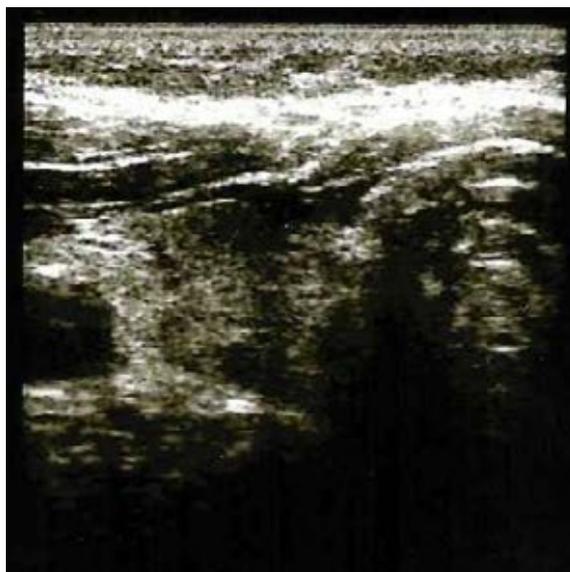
УЗИ щитовидной железы после лечения. Значительное уменьшение крупного узла тиреоидного остатка справа
